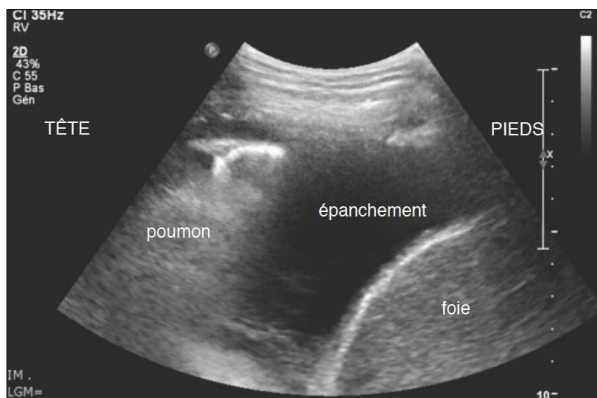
Image échographique de l'épanchement pleural droit (coupe sagittale).
